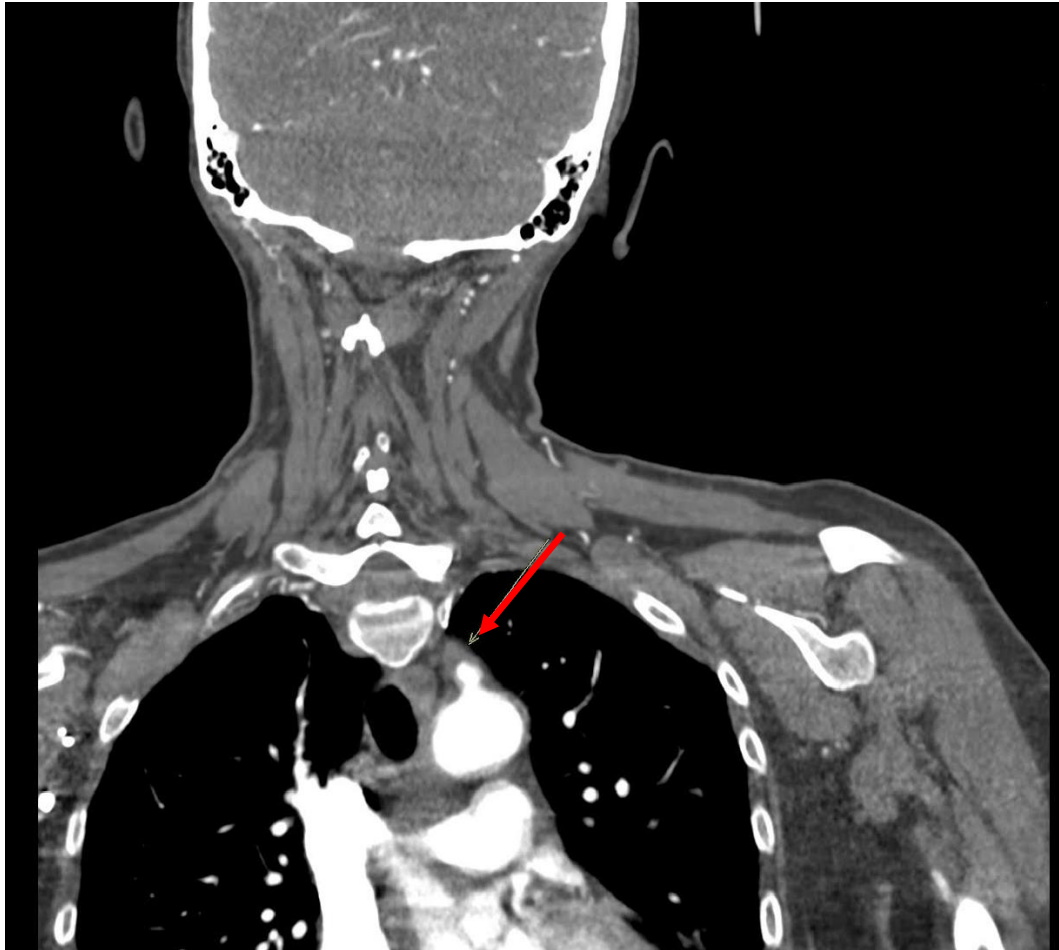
Angio-TC de MMSS de la misma paciente. Trombosis de arteria subclavia izquierda proximal de este prácticamente el origen con trombo de 4 cm de longitud. Posteriormente se confirmó Enfermedad de Takayasu.
